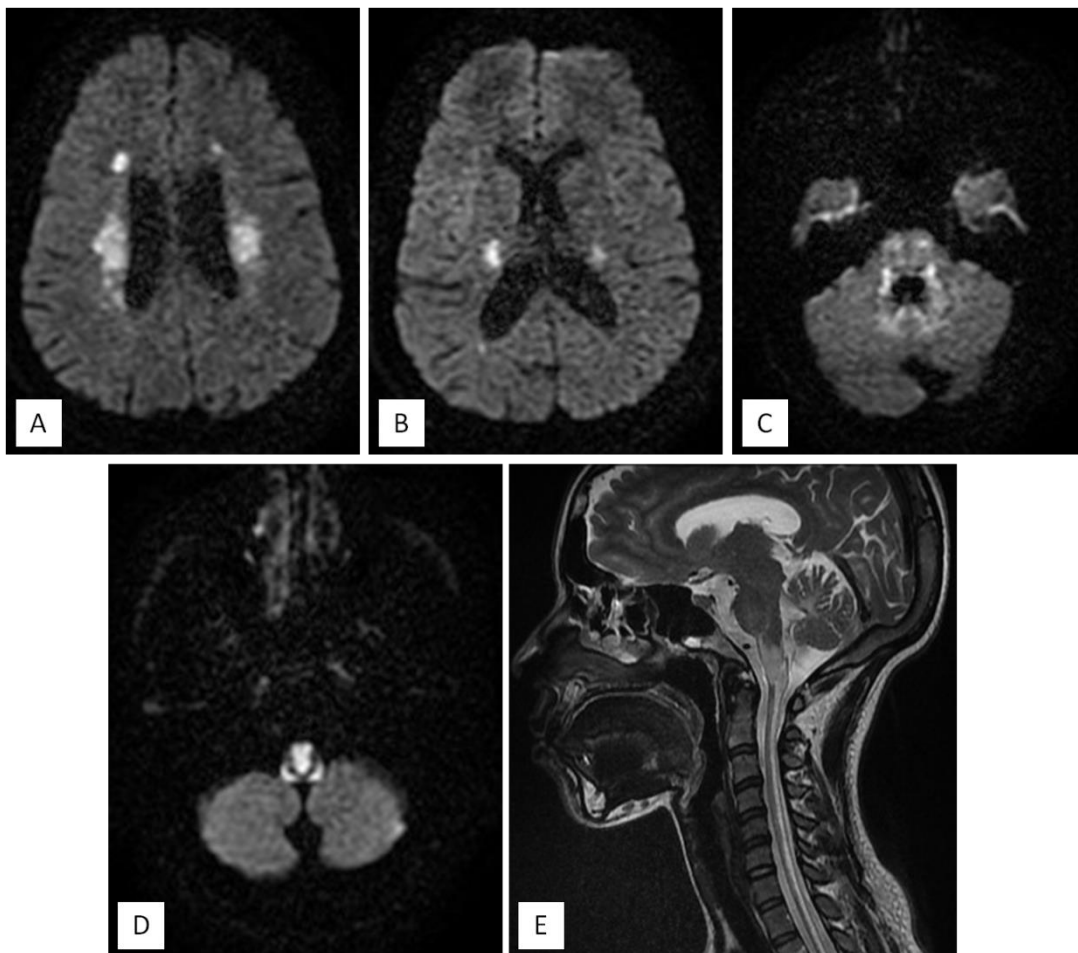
L'IRM cérébrale montre la présence de lésions hyperintenses en diffusion (A, B, C, D) au niveau de la SB paraventriculaire (couronne radiaire) et du tronc cérébral (faisceau pyramidal) en rapport avec atteinte fasciculaire ischémique dans le cadre d'une vascularite des artères de petit calibre.
